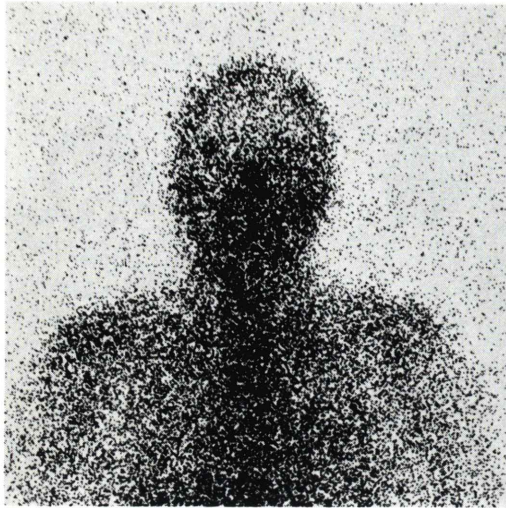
Planar images revealed occult brain lesion (arrow mark) besides the noticed left neck tumor. SPECT images showed the brain lesion more clearly. Whole body images showed more extended abnormalities at the thorax than those observed by chest X-ray (a). Those findings were more likely to correspond with the findings of the chest X-ray taken after 3 months (b). Post-mortem examination identified the primary site at the thymus and multiple lymph nodes metastases in the thorax and the pericardium.
